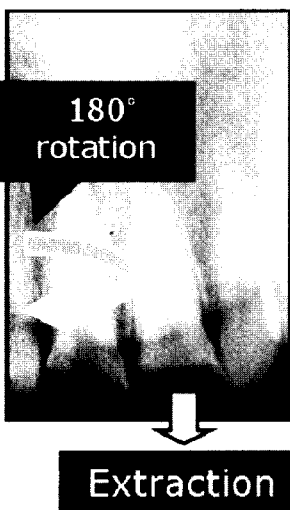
상악 우측 중절치는 외과적 정출술을 시행하고, 좌측 중절치는 치근단 1/3부위까지 파절선이 있어서 발치하기로 하였다. resin wire splinting을 한 후, 방사선 사진상에서 정출된 양을 볼 수 있다. 환자는 양측 측절치의 peg 형태를 개선하기를 원하시어 상악 우측 측절치, 중절치, 좌측 측절치를 지대치로 하는 4단위 도재전장주조관을 제작하기로 하였다.
